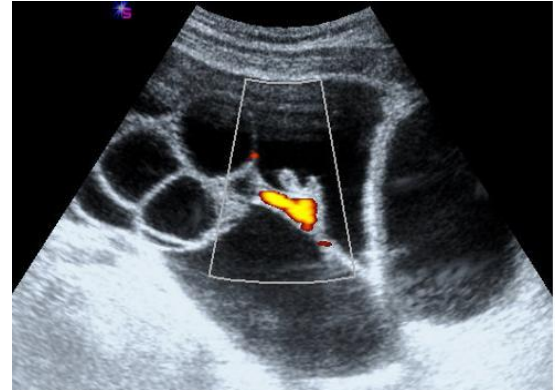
Ultrasonografide çok sayıda büyümüş folikül kisti içeren normalden büyük sol over
